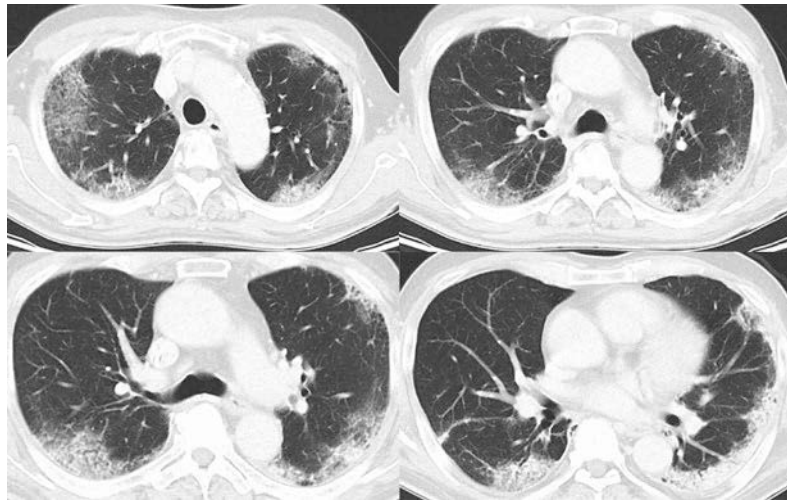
Chest computed tomography (CT) scan on admission revealed bilateral peripheral patchy ground-glass opacities with areas of consolidation.
